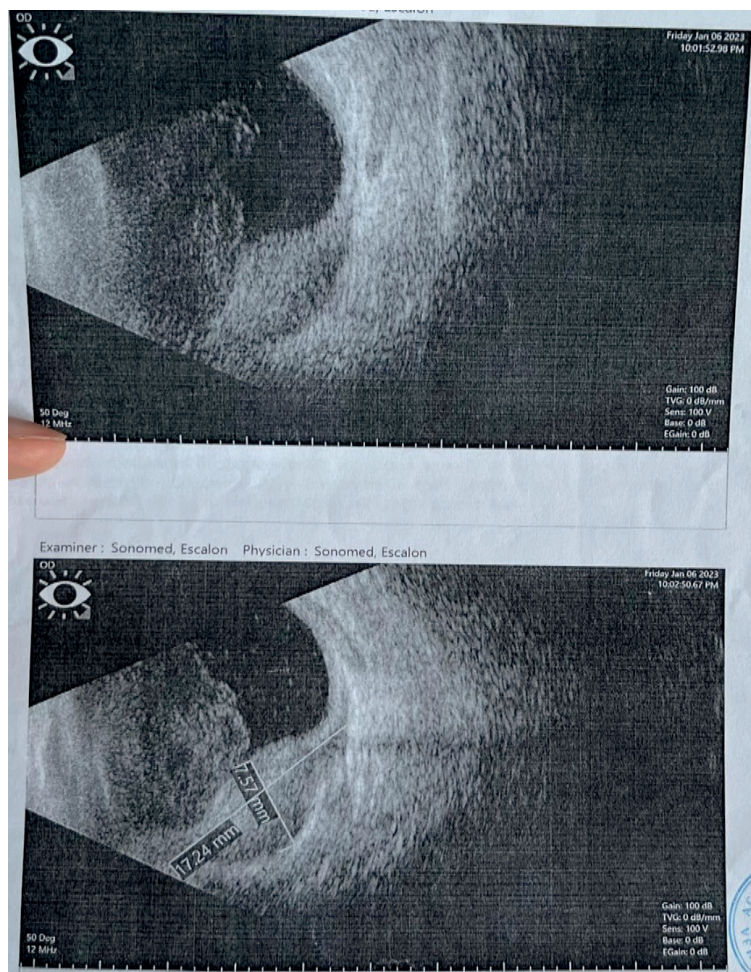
УЗИ Б-скан от 06.01.23г: Грубое помутнение стекловидного тела: организовавшееся гемо, экссудат. В нижних квадрантах пристеночная тень средней эхогенности и неоднородной плотности размерами 7,57 - 17,24мм. ВГО?
